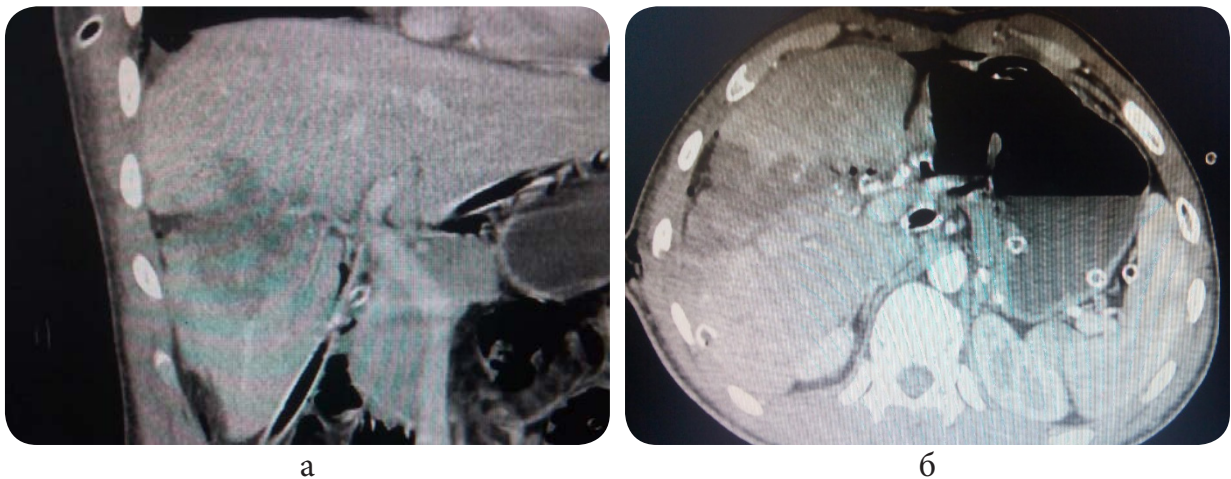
Поранений Ж., 22 р. Дванадцята доба після поранення. МСКТ органів черевної порожнини, збереження ішемії ушкоджених сегментів печінки:
